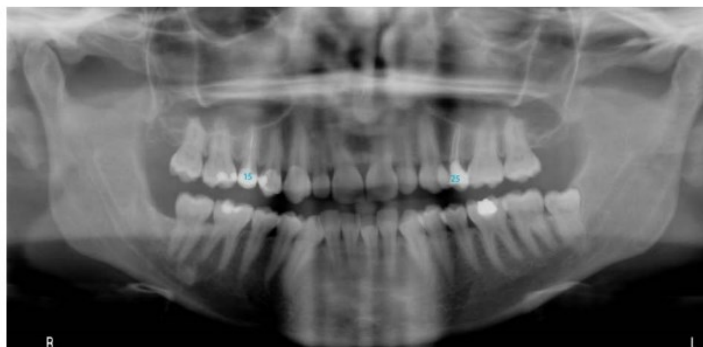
Ortopantomografia de sujeito do sexo masculino. Dentes 15 e 25 com material de preenchimento canelar (adaptado de Corte-Real e Vieira, 2015).
